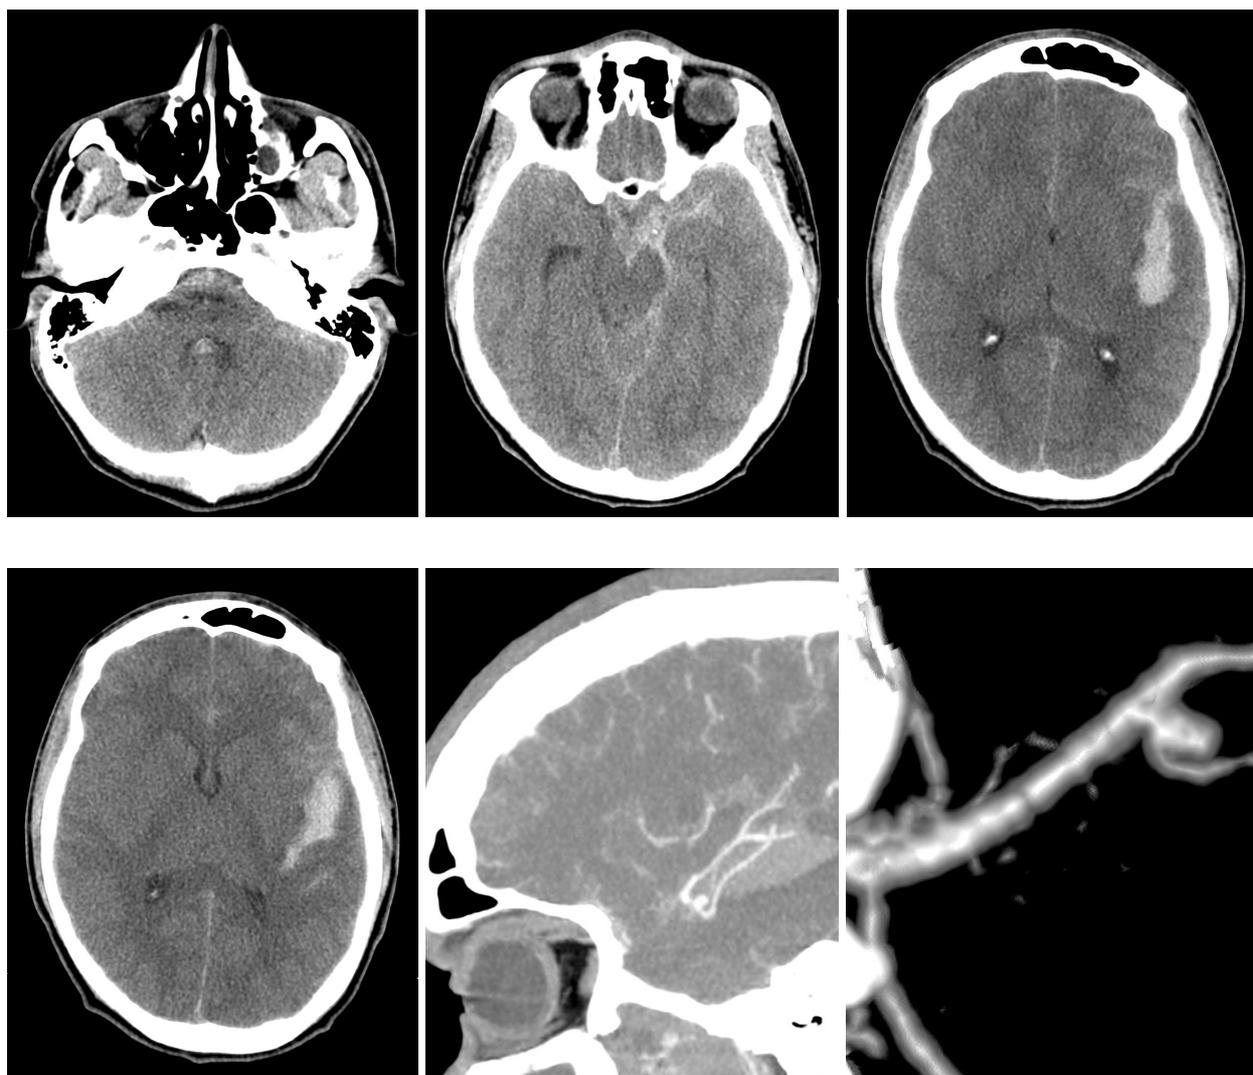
TC de crânio axial na admissão mostra hemorragia em 4º ventrículo (a), em cisternas de base (b) e em hemisfério esquerdo (c, d); Angiotomografia evidencia aneurisma na bifurcação da artéria cerebral média esquerda na sequência MIP (e) e na reconstrução em 3D (f).
